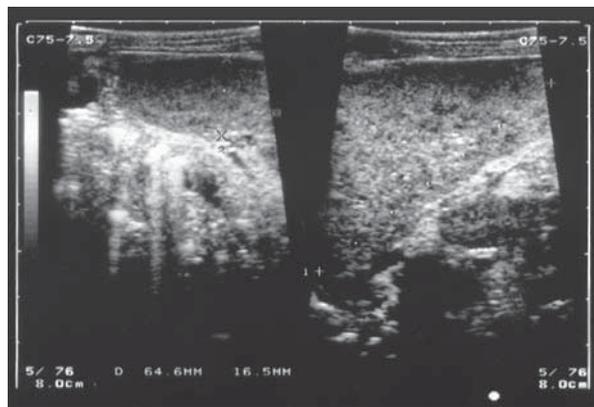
Ecografía abdominal. Esplenomegalia con múltiples imágenes focales hipoeicoicas de hasta 5 mm que sugieren microabcesos
